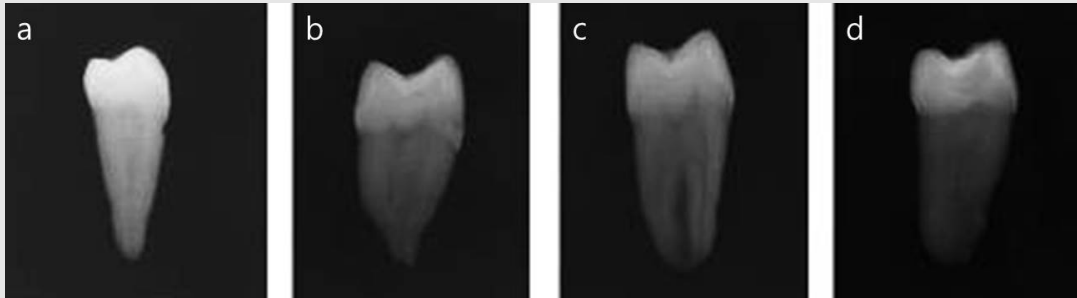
Classification of root canal configurations on radiographs.
